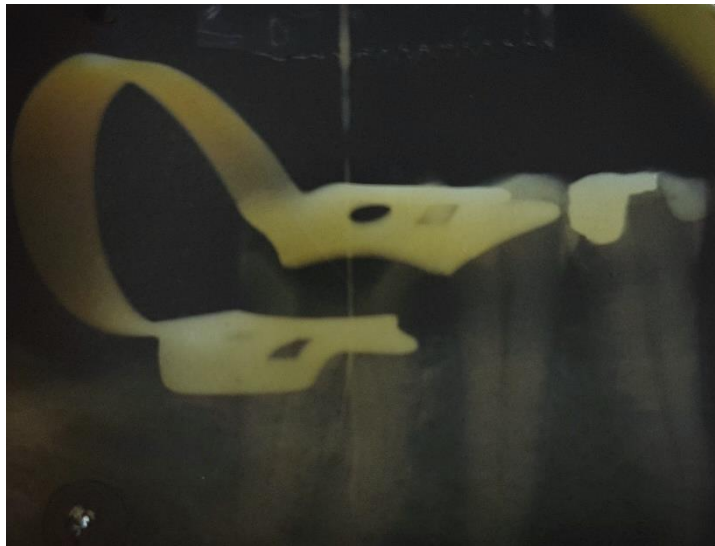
Radiografia periapical para visualizar perfuração do canal méso-vestibular.
